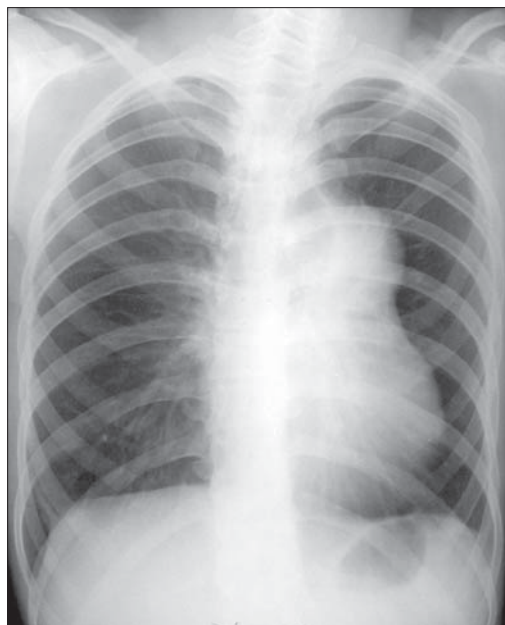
Oligemie. Radiografie toracică PA. Stenoză pulmonară severă. Arteră pulmonară dreaptă cu dimensiuni reduse. Raport arteră bronșie subunitar. Hipertransparență pulmonară. Trunchiul pulmonare mult bombat. Hipertrofie ventricul drept.
